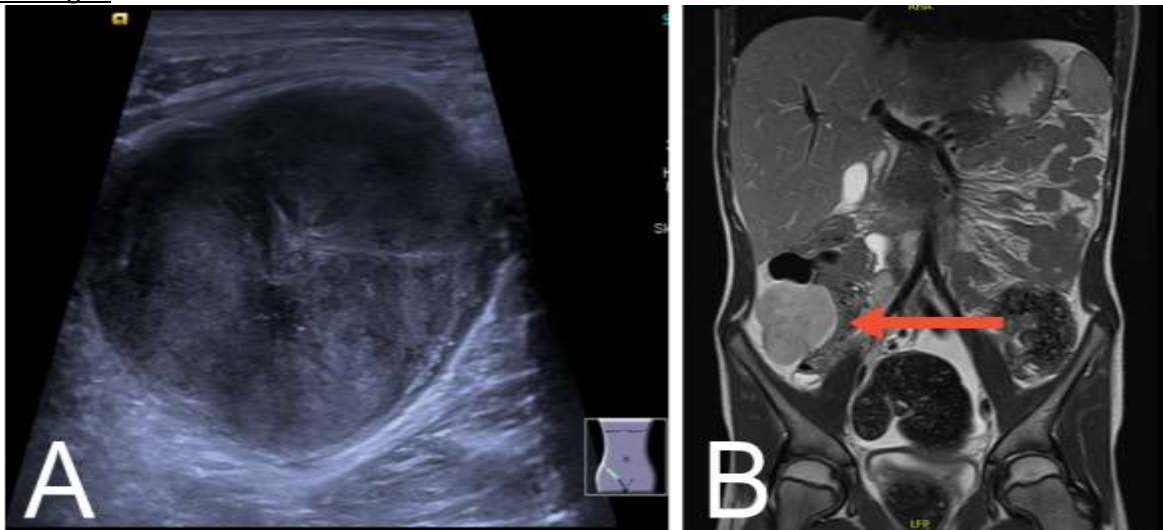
Sonographische (A) und MR-tomographische (B) Darstellung des inflammatorisch-myofibroblastischen Tumors im rechten Unterbauch.
